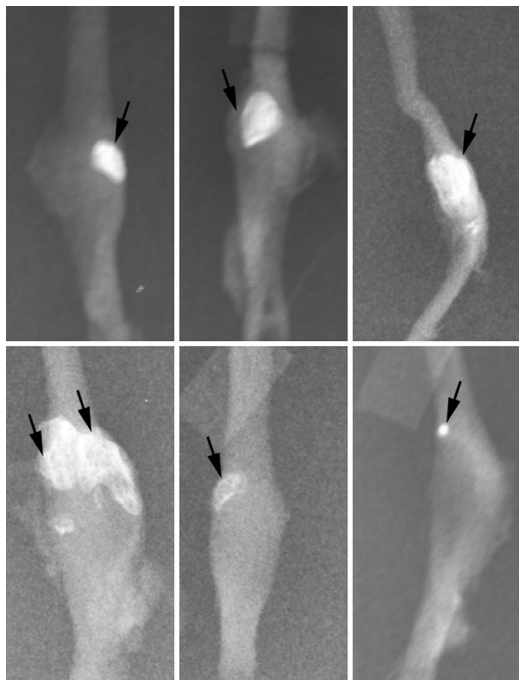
X-ray caption of isolated adult peroneus longus tendons. Note the variety of sizes and forms as well as location of the ossified/calci-fied tissue.
